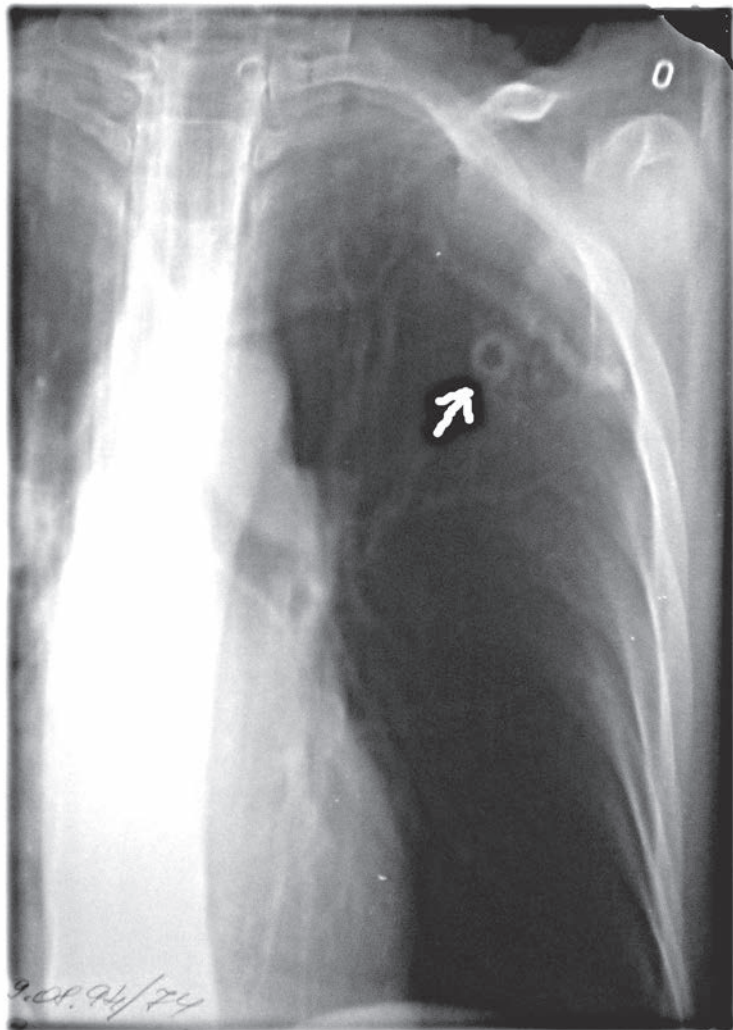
Томограма. Кавернозний туберкульоз легень. “Штампована” каверна.
